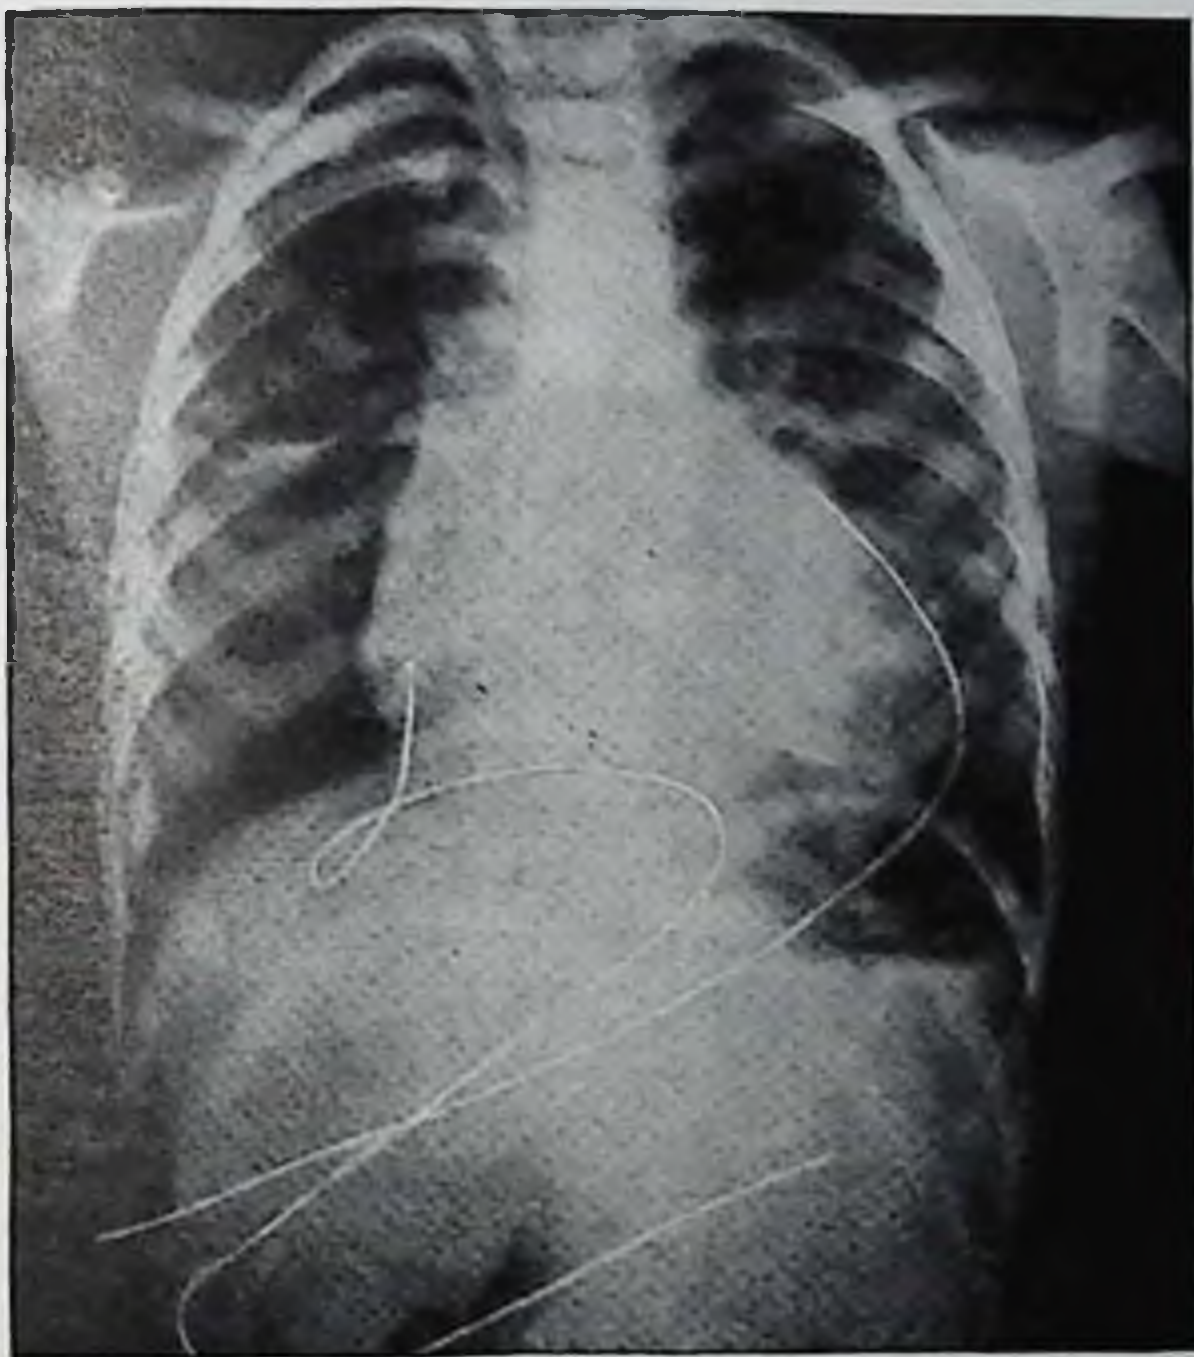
Рентгенограмма грудной клетки больной с двумя имплантированными в миокард электродами (по Олмстеду с соавторами)
